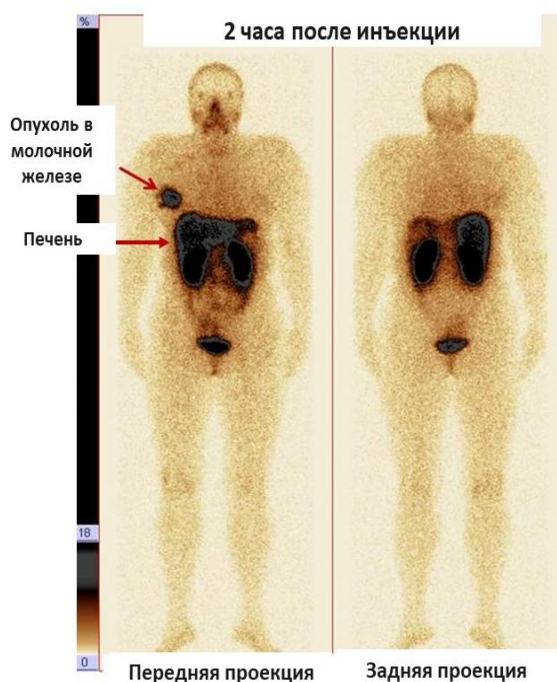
Планарная сцинтиграфия (передняя и задняя проекции) больной раком молочной железы через 2 часа после введения препарата [^{99m}Tc]Tc-DARPin9_29
